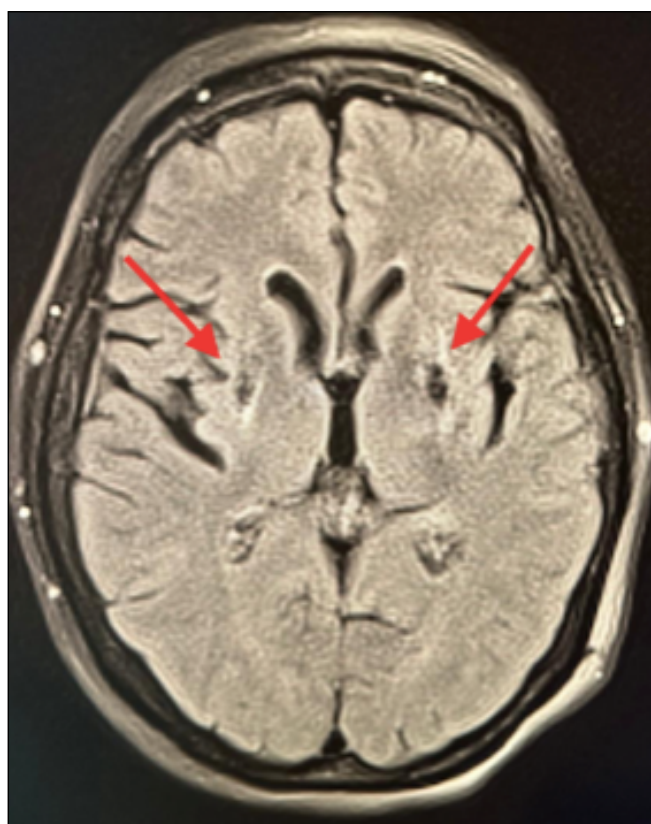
Degeneración quística de los ganglios basales en RM craneal secuencia FLAIR.
